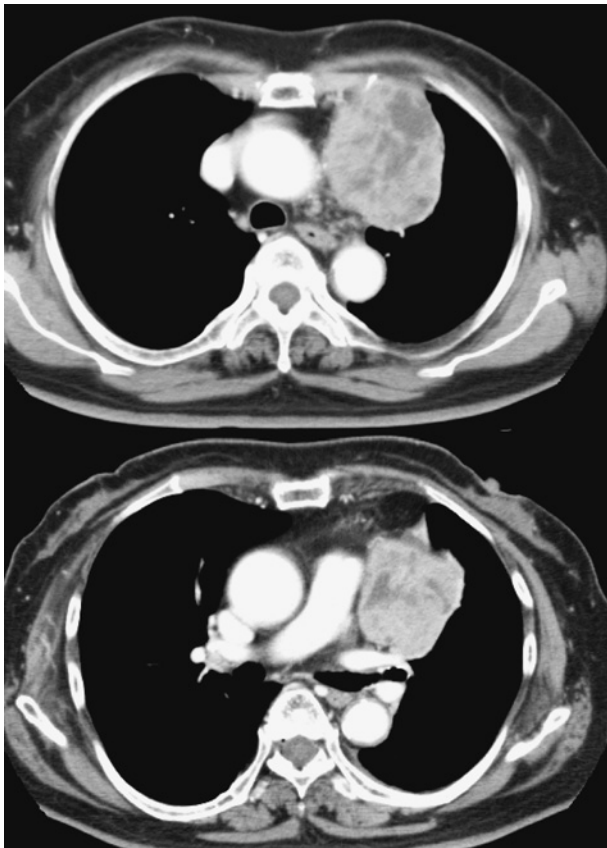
Chest CT shows 7-cm noninvasive tumor in anterior mediastinum. The mass is enhanced.
